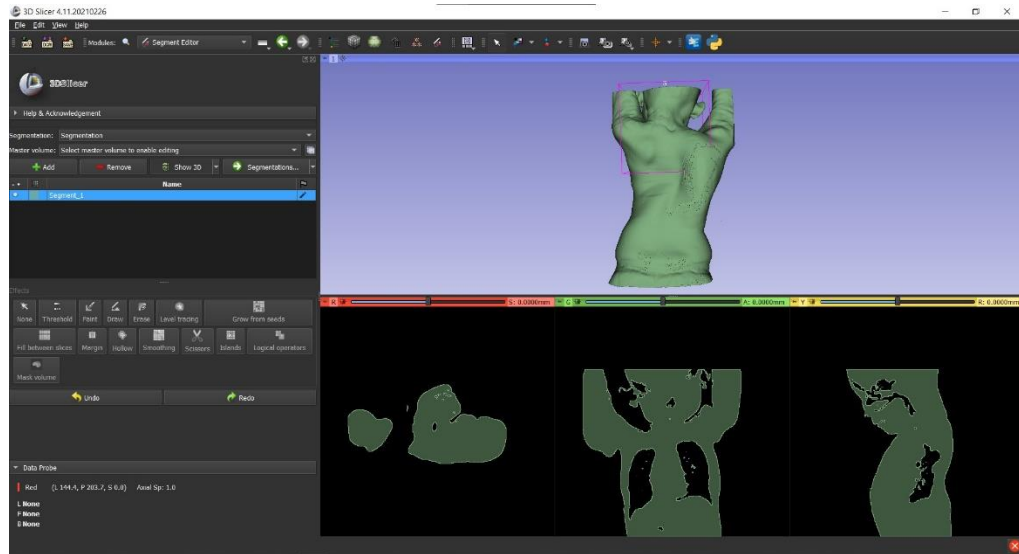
merupakan gambar hasil CT-Scan dari pasien yang kemudian data tersebut diolah menggunakan *tools Transforms, Models* dan *Volumes* yang ada pada *software* 3D Slicer untuk mendapatkan gambar 3D dari tubuh pasien. Berikut merupakan hasil gambar 3D dari tubuh pasien:
